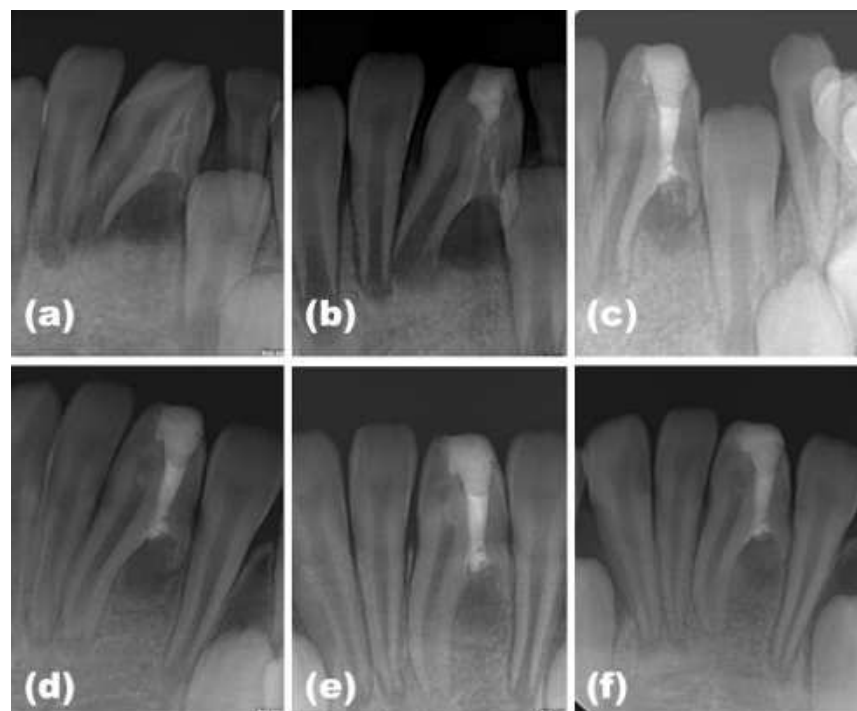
Radiographies rétro-alvéolaires pré-opératoire (a), après la pose d'hydroxyde de calcium (b), post-opératoire (c), et de suivi à 1 an (d), 18 mois (e), et 2 ans (f). [37]
